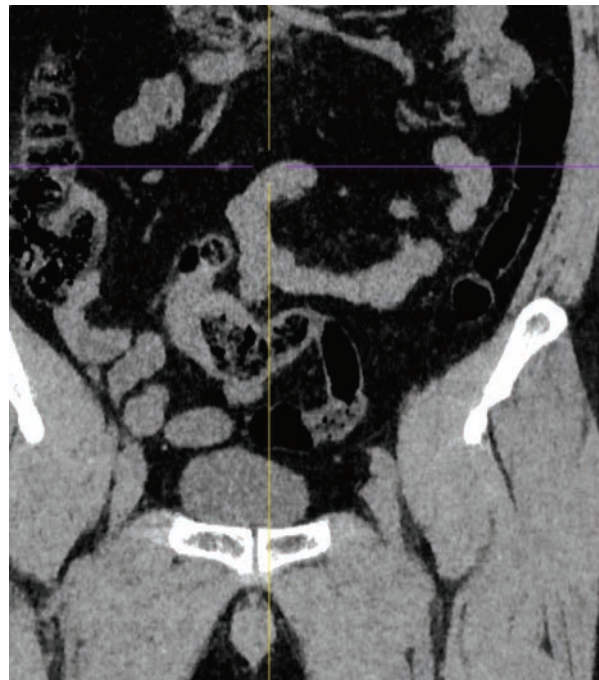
КТ органов брюшной полости: слепо заканчивающееся удвоение
